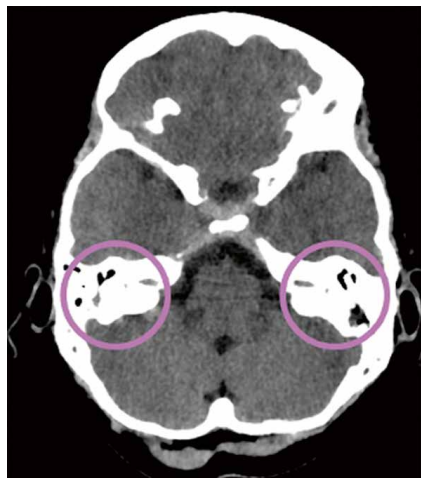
TC craneal sin contraste: ocupación bilateral de celdillas mastoideas.
